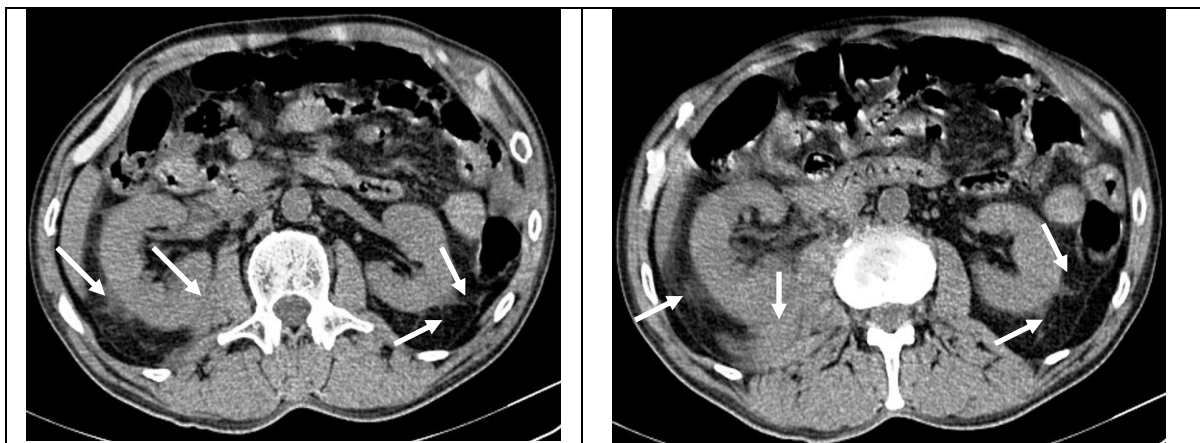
TC: leziuni de diferit grad de severitate ale rinichilor stâng, drept cu HRP pararenal.
